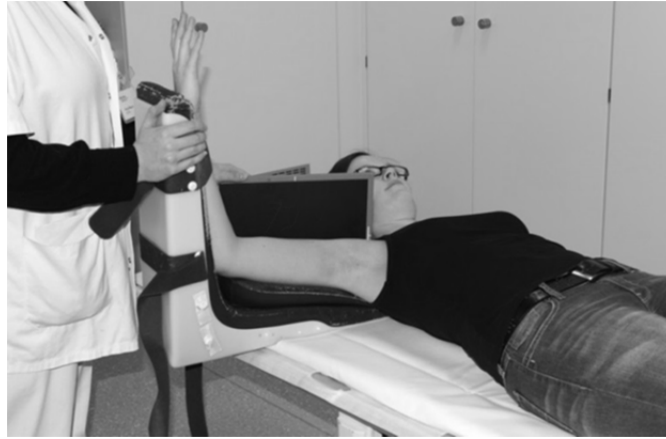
Schultherschiene zur Anfertigung standardisierter axialer Röntgenaufnahmen
